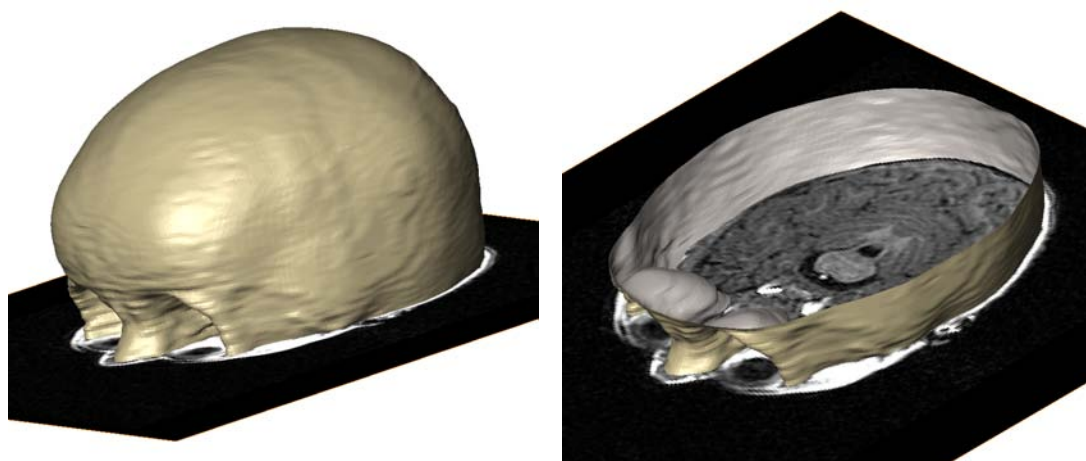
3D-Schädeloberfläche als Ergebnis aus der Segmentierung eines MRT-Datensatzes eines 9 Monate und 3 Wochen alten Kindes. Rechts: Zur Verdeutlichung der Übereinstimmung mit dem MRT Bild ist die Oberfläche visuell aufgeschnitten.
